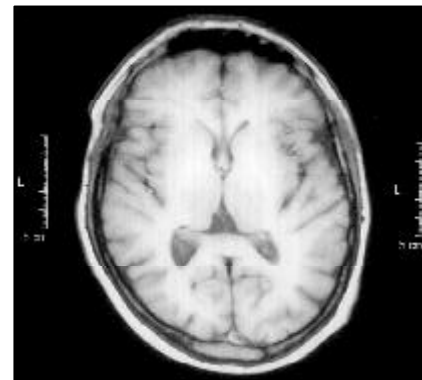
Resonancia magnética en secuencia T₁, donde se observa un aumento de la señal en los globos pálidos.
